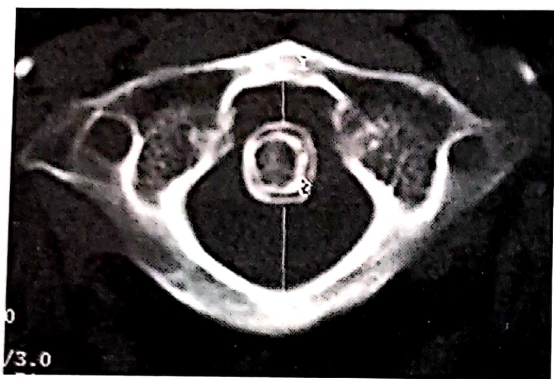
Luxație anterioară rotatorie C1-C2 – imagine CT axială.
